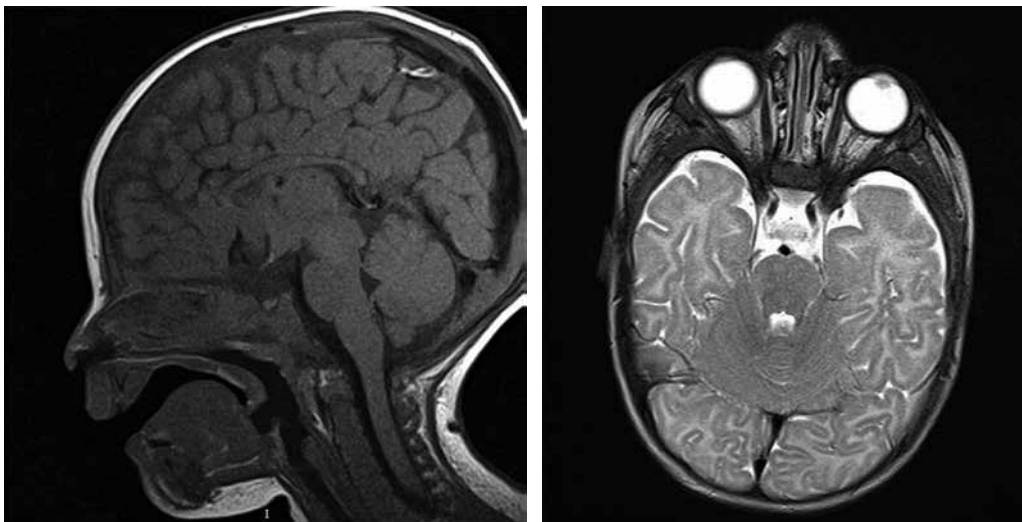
RMN cerebral: Cortes sagital y transverso de resonancia magnética, donde observamos un tallo hipofisario hipoplásico/ausente junto a nervios ópticos de pequeño calibre.
